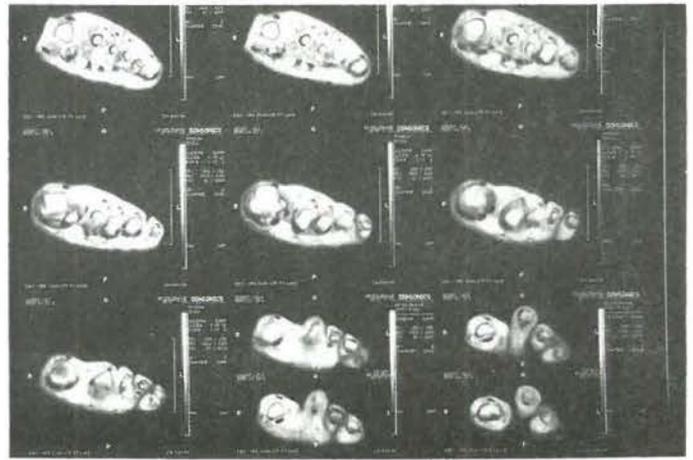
Estudio completo RM T2 de antepie izquierdo con lipoma plantar respecto a primer y segundo metatarsianos. La separación entre tumor y hueso se muestra con gran claridad. Se definen bien, tanto la situación bajo el primer espacio intermetatarsal, como la longitud de la neoplasia.
